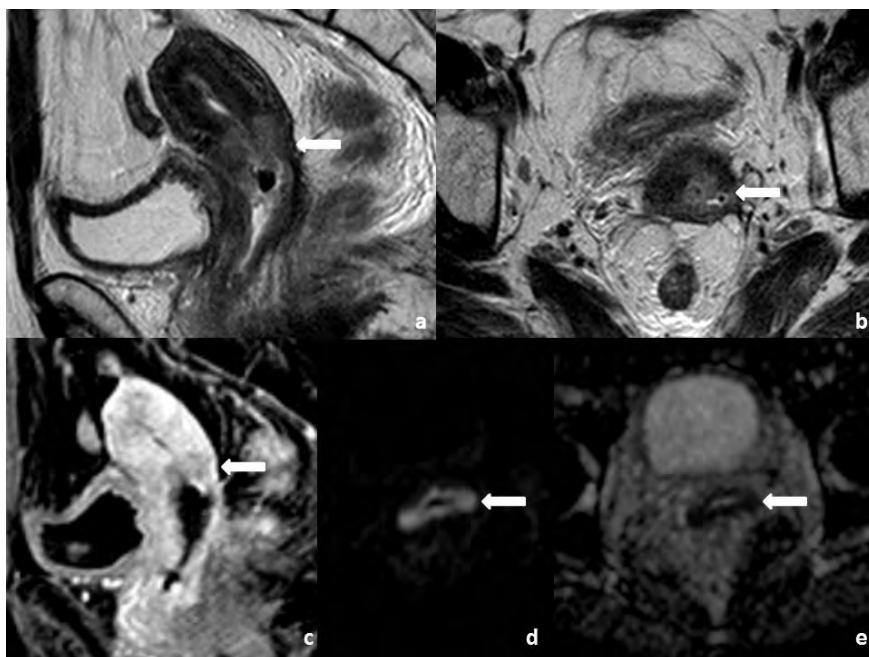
Mulher de 45 anos de idade, com tumor do colo do útero estágio IIIB, submetida a QRT primária. Na RM de seguimento, realizada 7 meses após conclusão da RT observa-se recidiva pélvica central. A recidiva é detectada nas imagens ponderadas em T2 em plano sagital (a) e axial oblíquo (b) pela presença de uma área de sinal intermédio no colo previamente irradiado, com necrose central e infiltração do terço inferior do corpo do útero. Após injeção de gadolínio, em sequência T1 com saturação de gordura em plano sagital (c), é visível uma área hipocaptante no colo, correspondendo à área de recidiva tumoral. As sequências ponderadas em difusão, nomeadamente a com coeficiente $b=1000$ (d) e o mapa ADC (e) comprovam a existência de uma área de restrição à difusão, compatível com recidiva tumoral.
